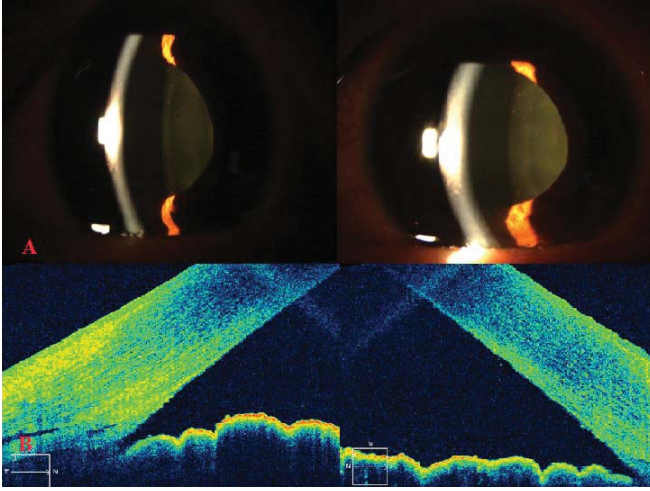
A. Olgunun her iki üst göz kapağında ödem izlenmekte, B. Olgunun biyomikroskopik bakışında bilateral korneal ödem, konjonktival hiperemi ve sığ ön kamara izlenmekte, C. Olgunun ön segment optik koherans tomografisinde her iki gözde iridokorneal açıda kapanma izlenmekte.
